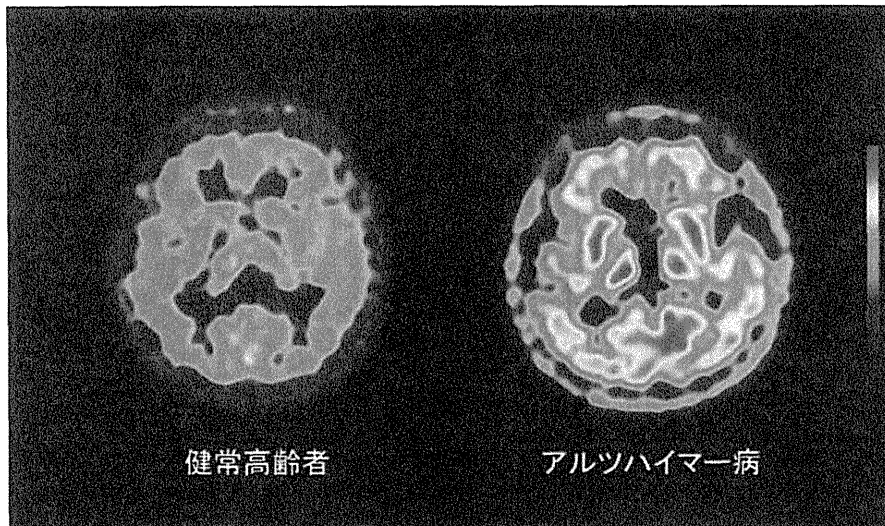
健常高齢者とアルツハイマー病患者における $[^{11}\text{C}]\text{DAA1106}$ によるPET画像
